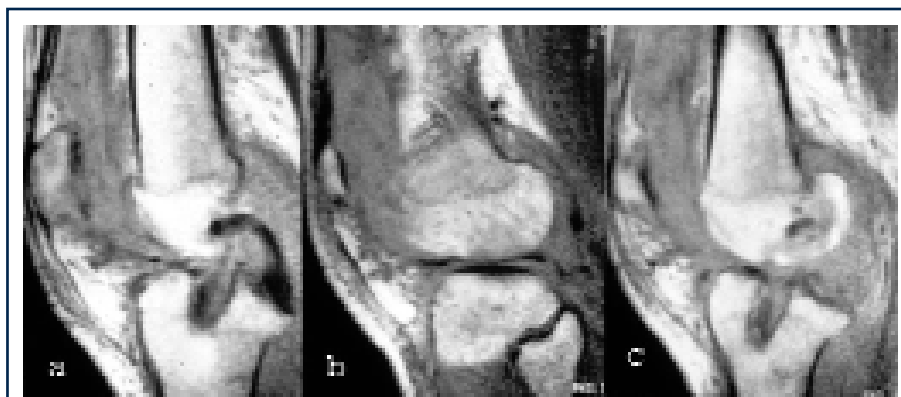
(a, b, c). Immagini RMN in scansione saggitale: evidente la cospicua iperplasia sinoviale occupante in particolare lo sfondato sottoquadricipitale ed i tunnels ossei lasciati dalle viti ad interferenza in lega di titanio asportate sei mesi prima.
